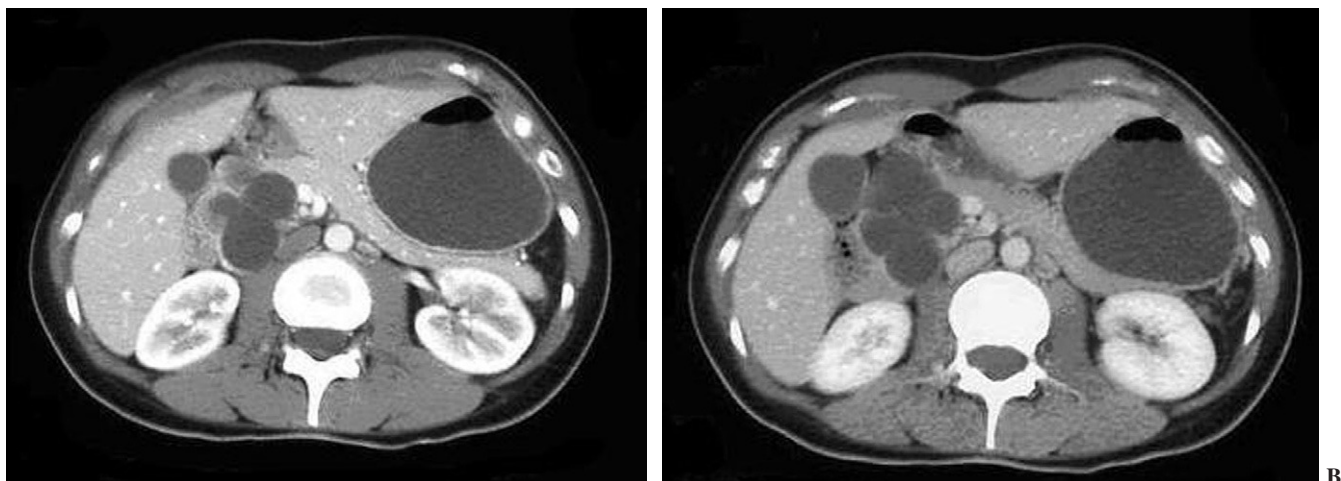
Imágenes axiales de TC con contraste intravenoso en fase arterial (A) y venosa portal (B), que muestran una masa quística multiloculada en la cabeza pancreática, con septos finos y sin polos sólidos. La lesión no presenta realce de contraste intravenoso.
